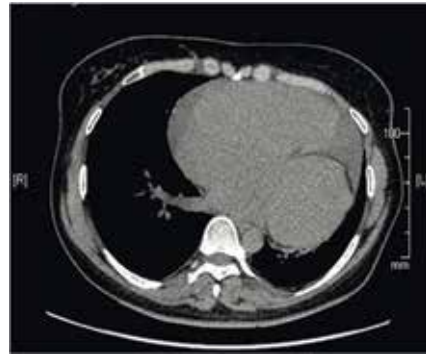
Эхокардиограмма: (А) (RA правое предсердие, RV — правый желудочек, LA — левое предсердие, LV — левый желудочек) и компьютерная томограмма (Б) больной Т. 42 лет, страдавшей гигантской кавернозной гемангиомой правых отделов сердца с вовлечением в патологический процесс правой коронарной артерии.
